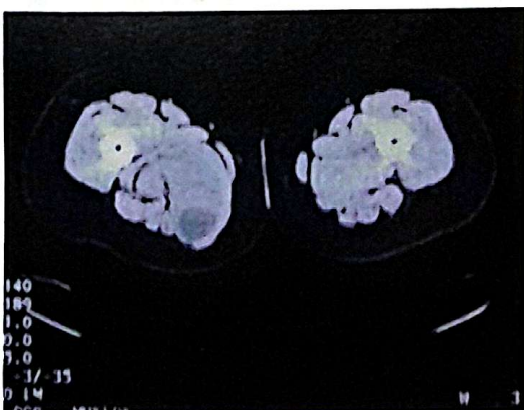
TAC: tumor en región de los aductores.
